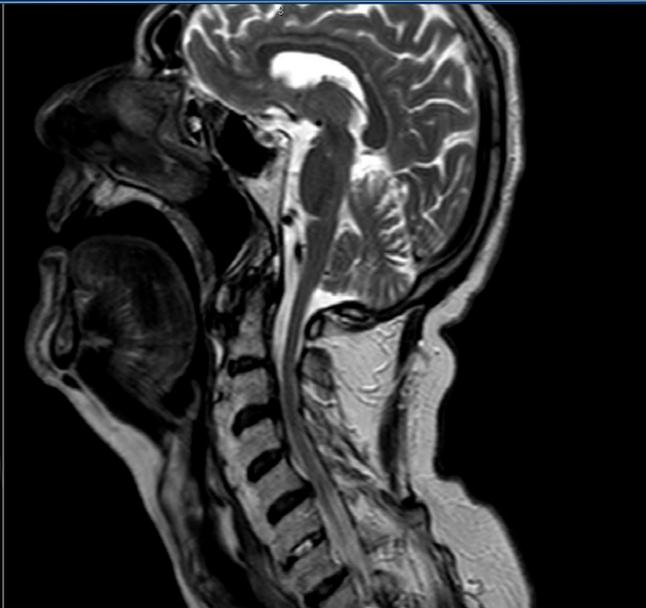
proiezione sagittale RM collo in t2
